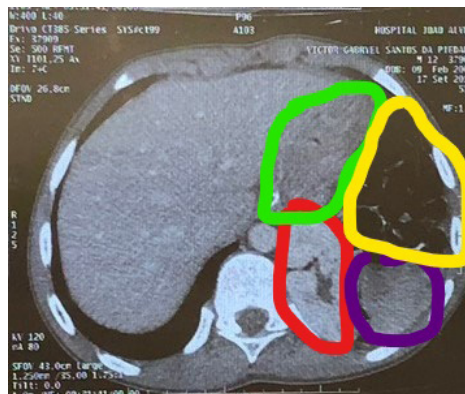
Tomografia de abdome: a marcação em verde está referente ao estômago; em amarelo ao cólon esquerdo. Em roxo, o baço e em vermelho, o rim.
